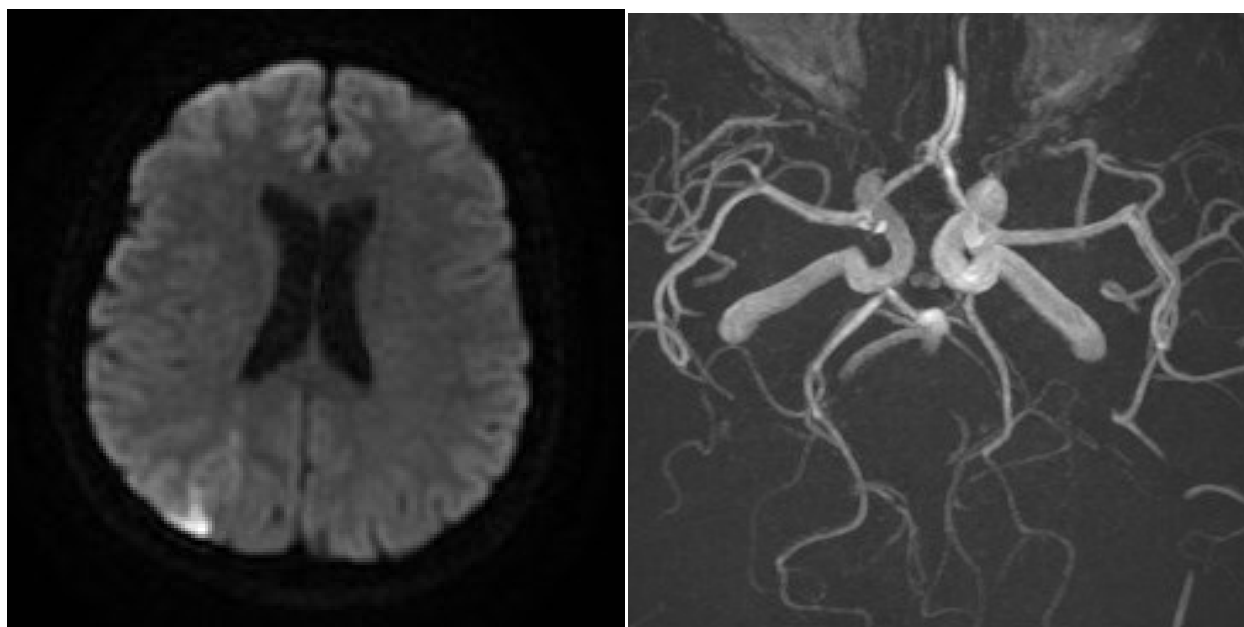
infarctus jonctionnel cortical postérieur droit en IRM de diffusion (à gauche) avec altération de flux de la carotide interne droite en IRM 3DTOF, mais pas de l'artère cérébrale moyenne (à droite)
